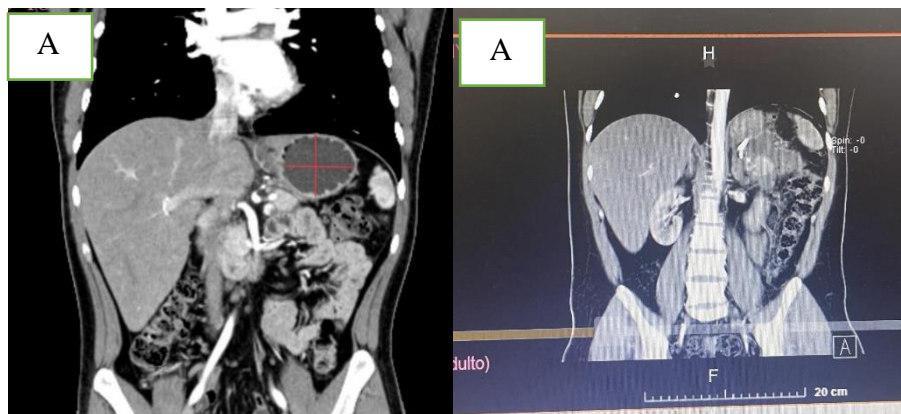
(A). resonancia magnética preoperatoria. (B) resonancia magnética postoperatoria:
